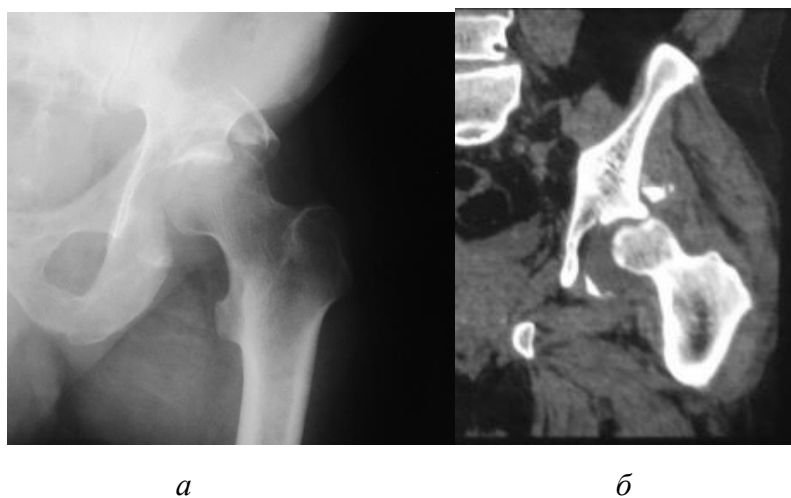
Данные рентгенографии (*a*) и КТ (*б*) левого тазобедренного сустава пациента с переломом задней стенки ВВ.
